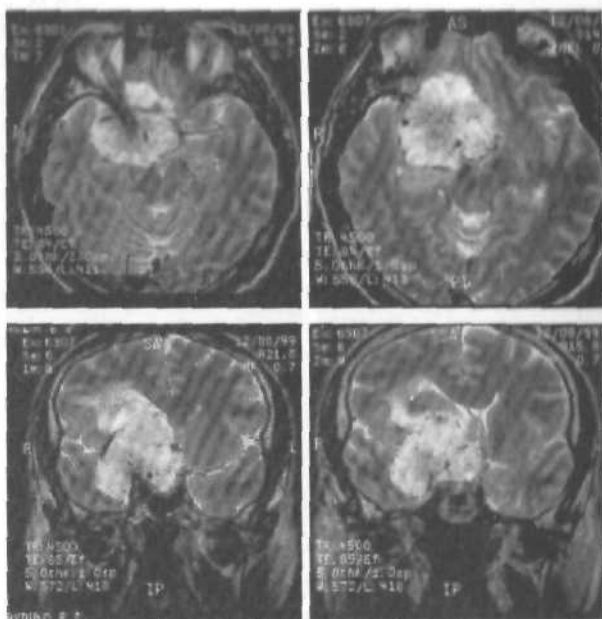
Менингиома медиальных отделов крыльев основной кости, 1-й тип. На правосторонней селективной каротидной ангиограмме (артериальная фаза) стрелкой показано сужение просвета ВСА. МРТ, T_2 -взвешенные изображения.
